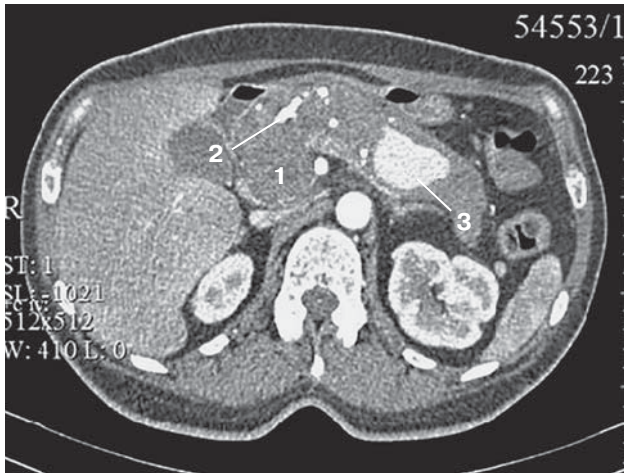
МСКТ-изображение органов брюшной полости, аксиальный срез, артериальная фаза. 1 – головка ПЖ; 2 – конкременты в просвете панкреатического протока; 3 – ЛА.
